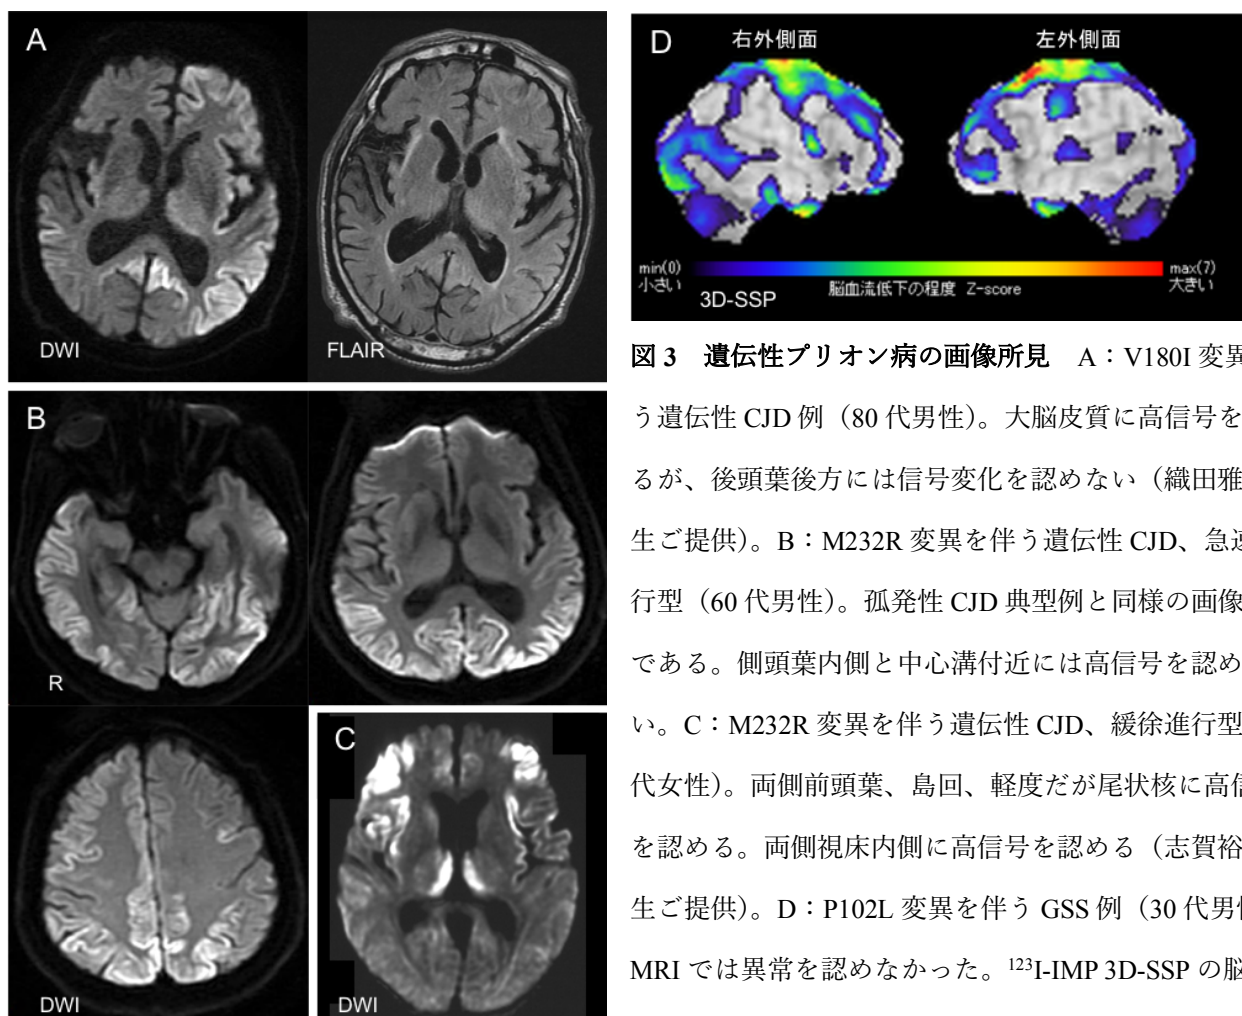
遺伝性プリオン病の画像所見 A：V180I 変異を伴う遺伝性 CJD 例（80 代男性）。大脳皮質に高信号を認めるが、後頭葉後方には信号変化を認めない（織田雅也先生ご提供）。B：M232R 変異を伴う遺伝性 CJD、急速進行型（60 代男性）。孤発性 CJD 典型例と同様の画像所見である。側頭葉内側と中心溝付近には高信号を認めない。C：M232R 変異を伴う遺伝性 CJD、緩徐進行型（60 代女性）。両側前頭葉、島回、軽度だが尾状核に高信号を認める。両側視床内側に高信号を認める（志賀裕正先生ご提供）。D：P102L 変異を伴う GSS 例（30 代男性）。MRI では異常を認めなかった。¹²³I-IMP 3D-SSP の脳血流低下は大脳皮質で目立つ。
